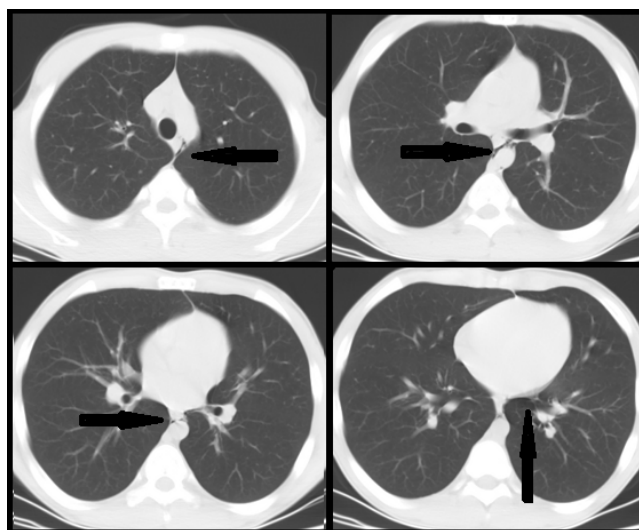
A CT scan of the patient on secondary admission (parenchymal window). Black arrows demonstrate air leak in paraesophageal region in middle and upper mediastinum which is correlated with pneumomediastinum
